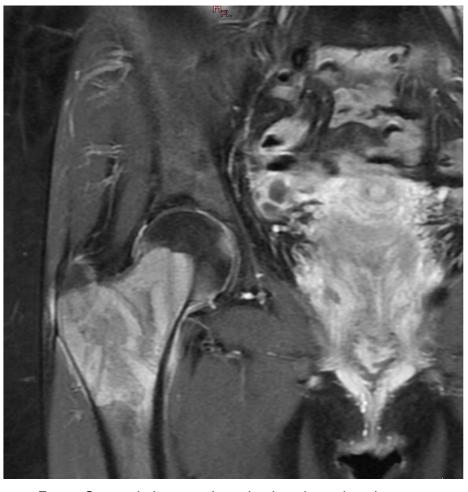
Ressonância Magnética de quadril
